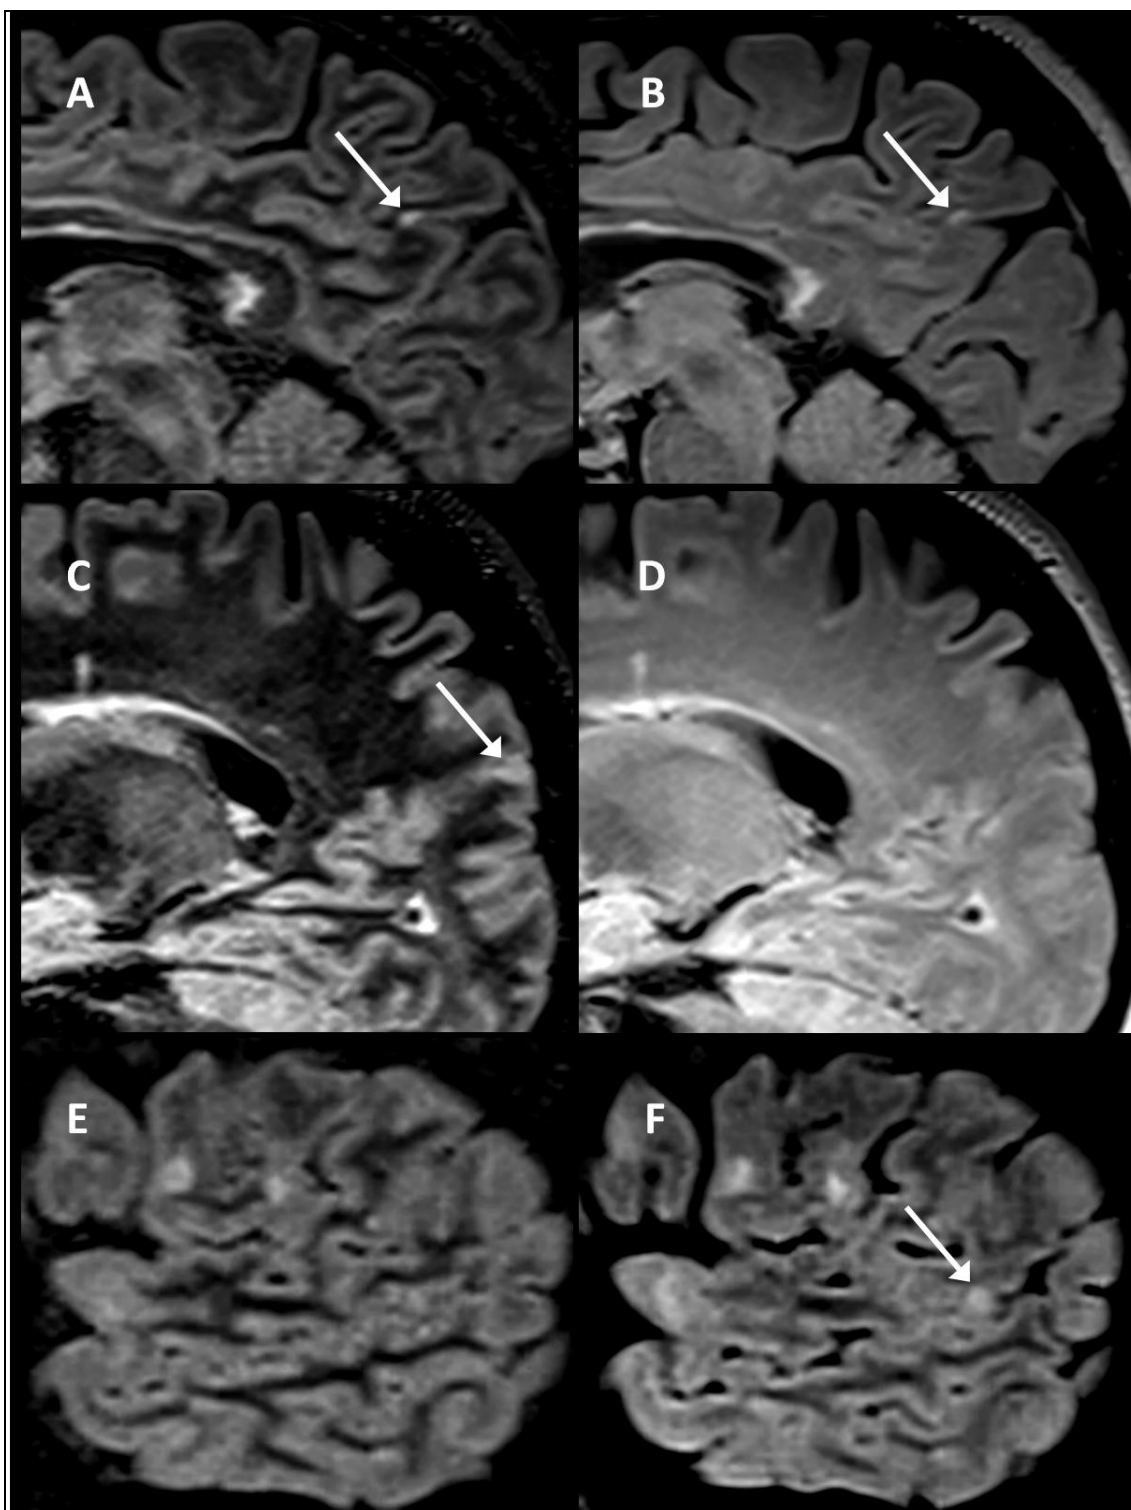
Exemplos das lesões encontradas no estudo. As imagens da coluna esquerda são DIR e aquelas à direita são FLAIR. As imagens na mesma linha representam a mesma lesão. As imagens A e B mostram a mesma lesão intracortical, visível em ambas as sequências. A imagem C mostra uma lesão mista visível apenas em DIR. A imagem F mostra uma imagem justacortical visível apenas em FLAIR.
